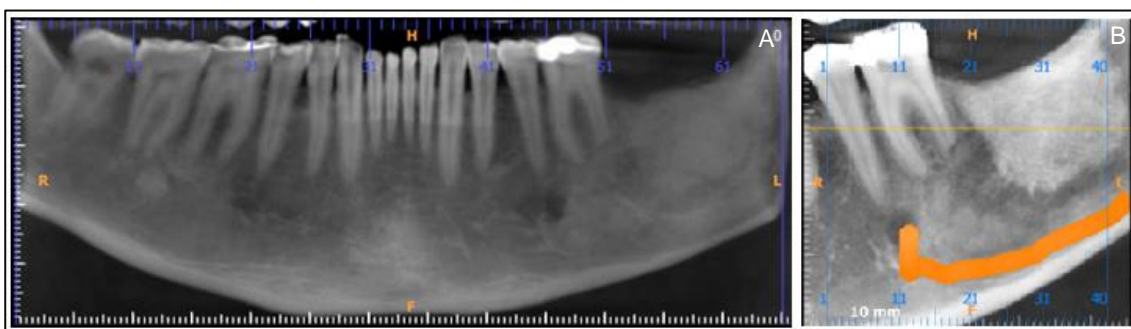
Tomografia após segundo ato cirúrgico com 03 meses (A) e com 22 meses (B).
